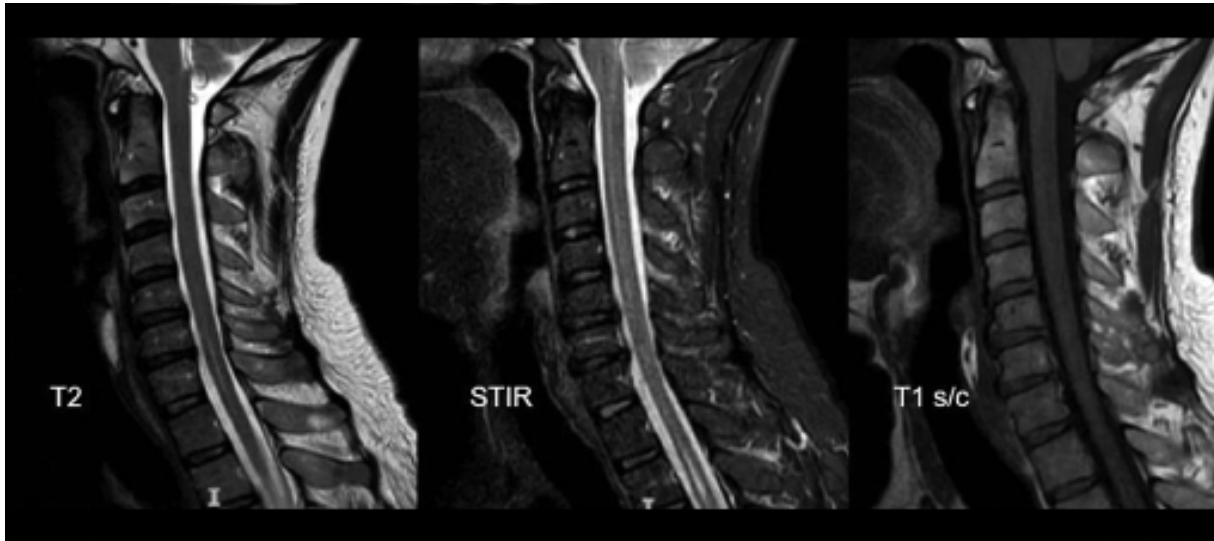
Primera resonancia magnética de columna total
